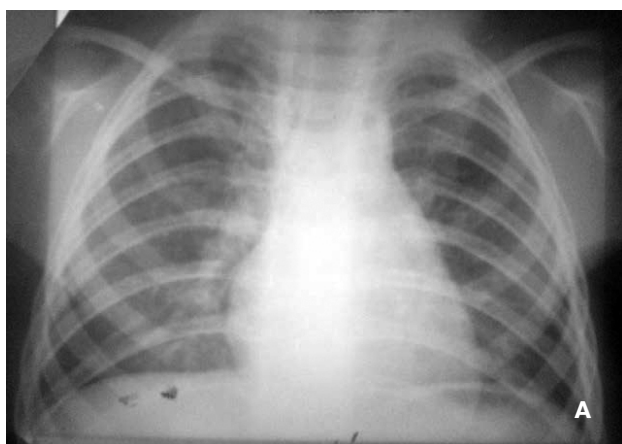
Рентгенограмма органов грудной клетки ребенка Ш.
